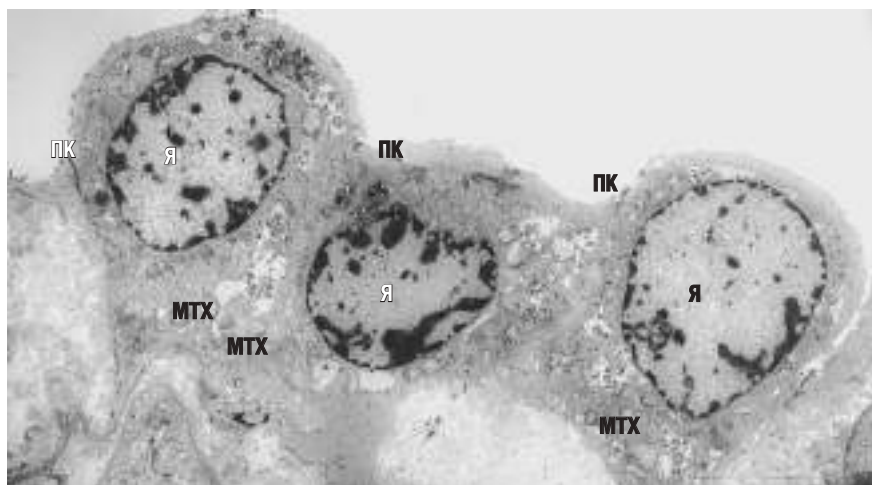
Ультраструктура дистального почечного канальца после 60-минутной ишемии (третьи сутки реперфузии). Контрастирование в спиртовом растворе ацетата уранила и водном растворе цитрата свинца ($\times 20\,000$). Наблюдается фрагментация митохондрий на небольшие округлые структуры с частичной утратой крист. Я — ядра эпителиальных клеток; МТХ — митохондрии; БМ — базальная мембрана; ПК — плотные контакты
